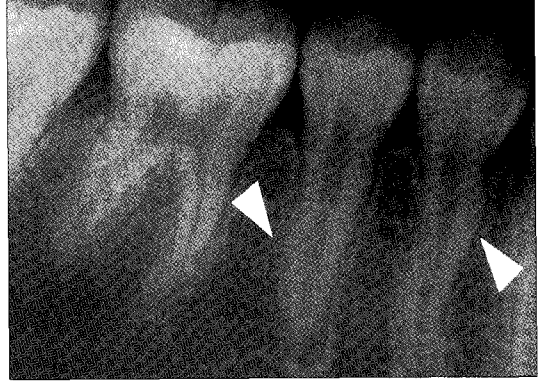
At 4 years 10 months, periapical view
